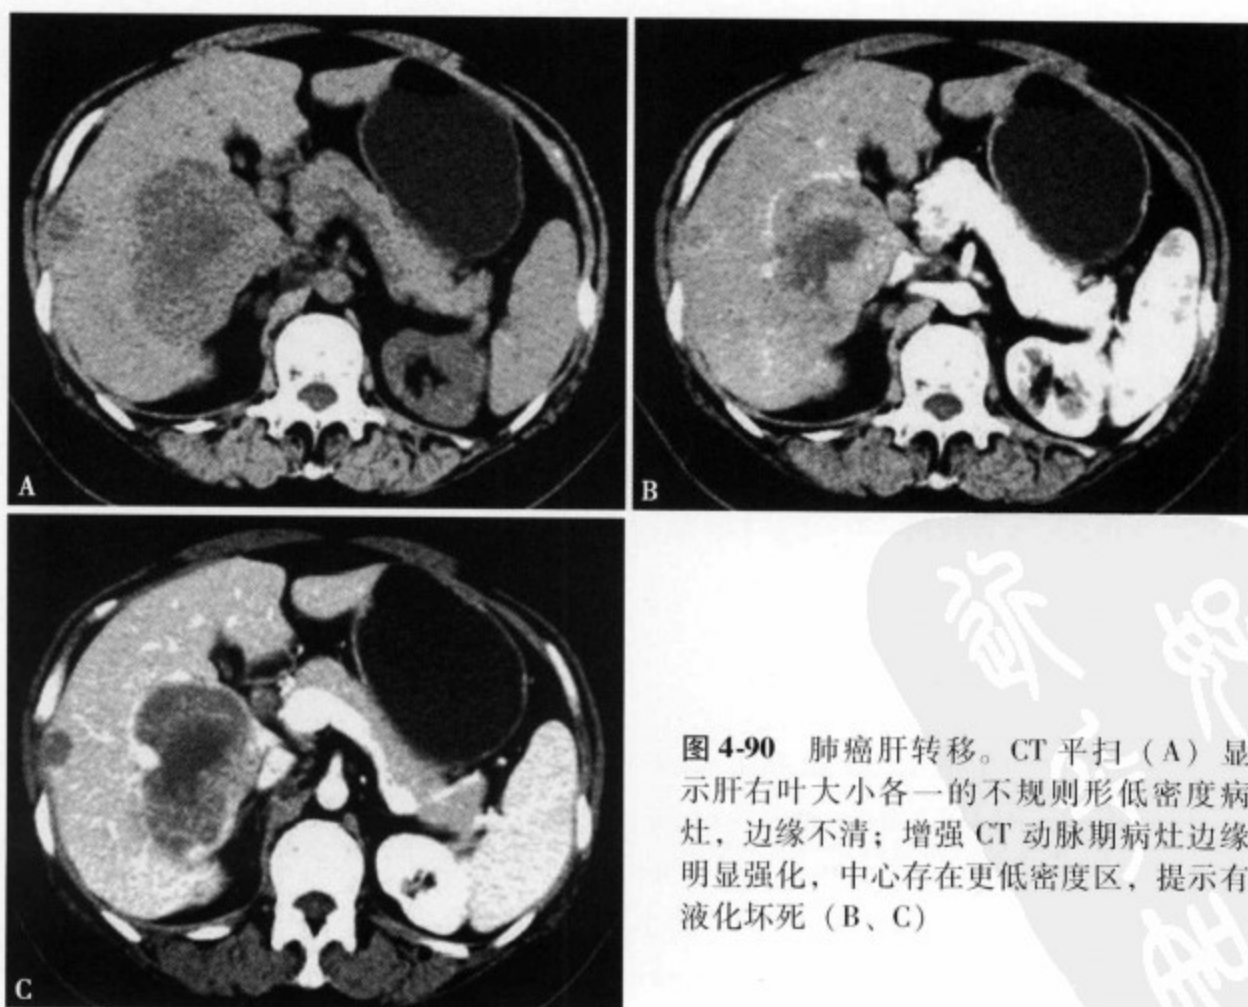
肺癌肝转移。CT平扫(A)显示肝右叶大小各一的不规则形低密度病灶,边缘不清;增强CT动脉期病灶边缘明显强化,中心存在更低密度区,提示有液化坏死(B、C)
